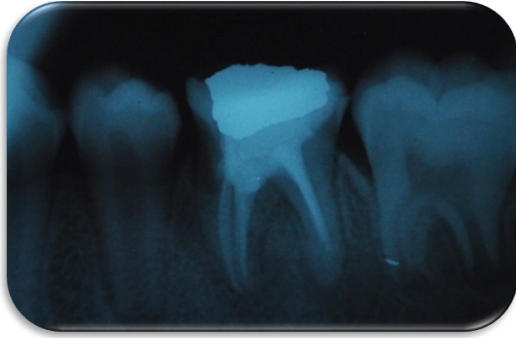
Radiografía de control a los 9 meses. Disminución de zona radiolúcida.
